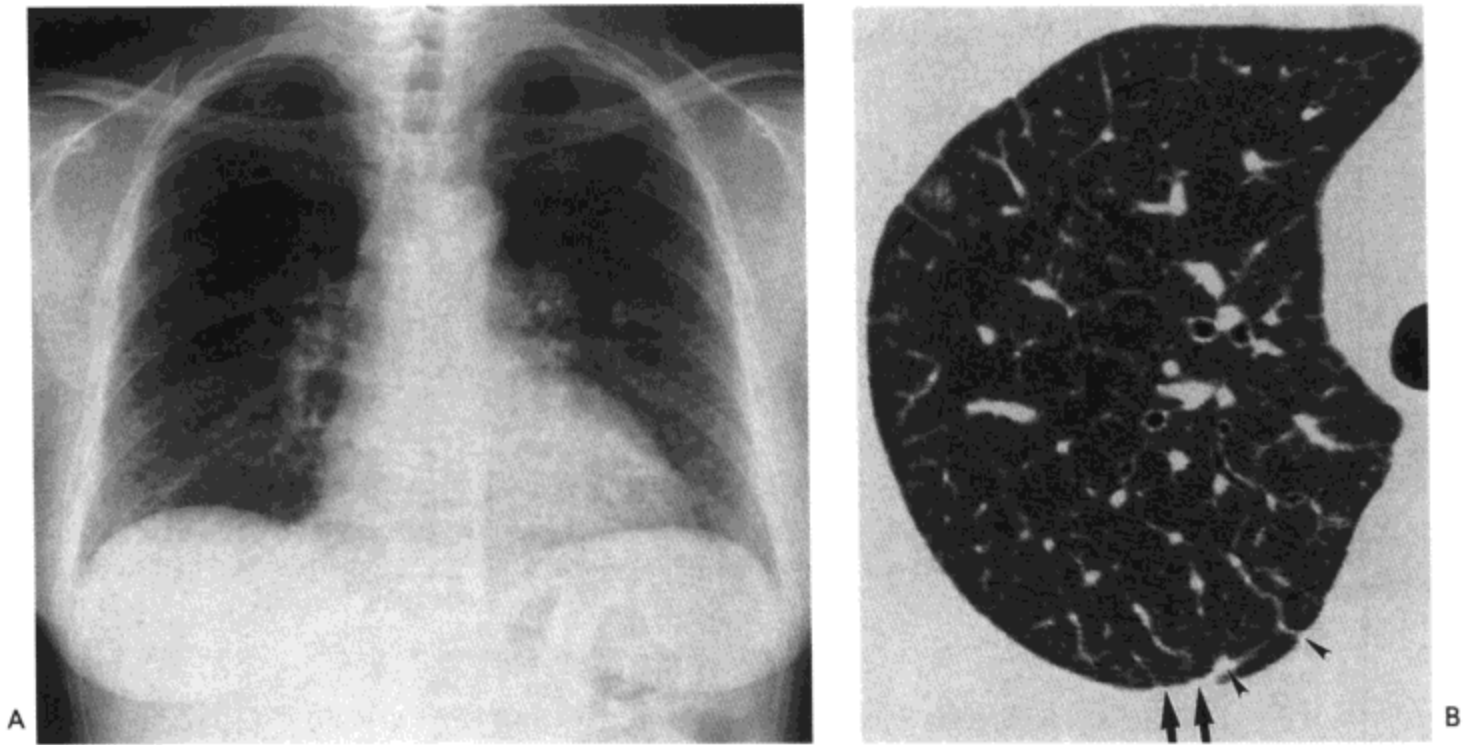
淋巴细胞性间质性肺炎。A: X线胸片示网合结节影。B: 高分辨率CT影像示广泛小叶间隔增厚(细箭号)。小叶间隔边缘光滑。还可见到胸膜下小结节(箭头)与胸膜增厚(粗箭号)。病人32岁,女性。
